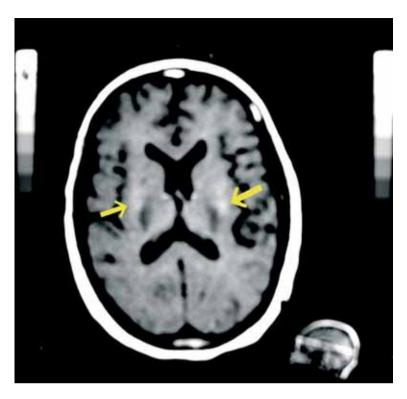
Ressonância magnética do encéfalo, ponderada em T2, no plano axial, demonstrando a presença de áreas hipersinal na substância branca cerebral (setas amarelas), caracterizando uma MEP.
